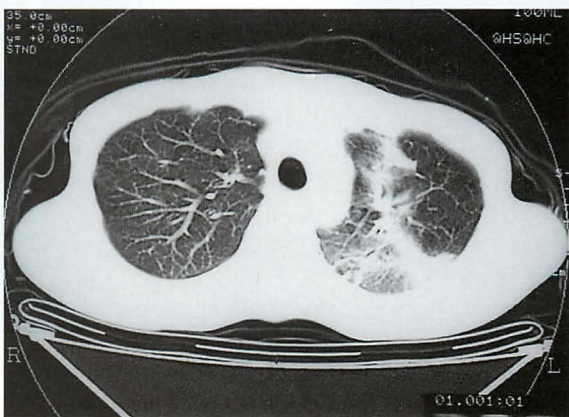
2 weeks later, CT of the chest
